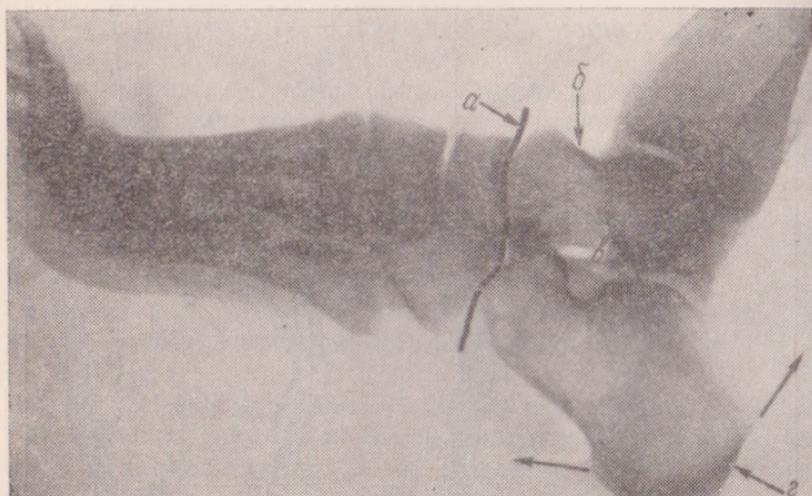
Рентгеновский снимок стопы в микрофазе прыжка:
